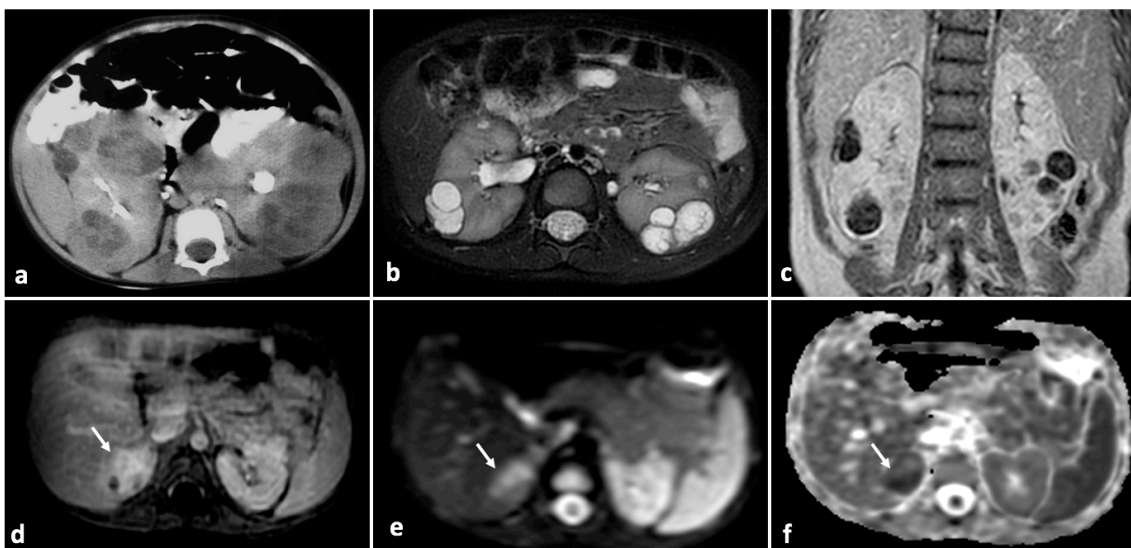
Paciente masculino de 2 años de vida. Tomografía contrastada de abdomen muestra múltiples masas sólidas, hipodensas, de localización perilobar en ambos riñones, interpretadas en sitio de origen de remisión como tumor de Wilms bilateral (a). Resonancia magnética de abdomen plano axial T2 (b) y coronal T1 contrastado (c) posterior a ciclo de quimioterapia demuestra degeneración quística de mayoría de las lesiones las cuales disminuyeron de tamaño y no realzan con el medio de contraste. En el polo superior del riñón derecho se observa lesión mal definida, con realce heterogéneo tras la administración del medio de contraste (flecha blanca en d) que presenta restricción al movimiento de protones en DWI (e) y mapas de ADC (f) por transformación a tumor de Wilms de restos nefrogénicos difusos.
